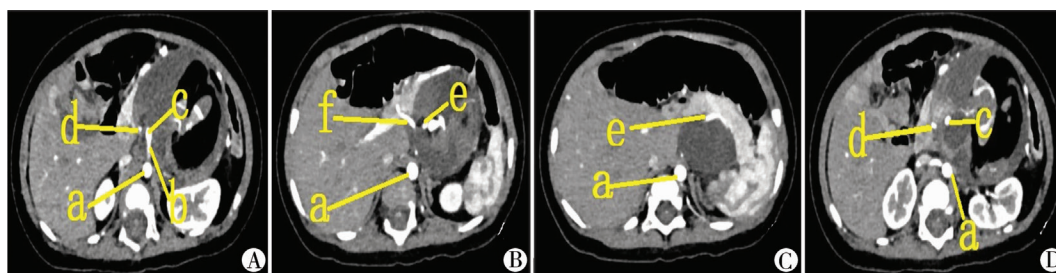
腹部动态增强 CT 图像。A~D 显示肿瘤紧贴腹主动脉,包裹腹腔干、肠系膜上动脉、脾动脉近段、肝总动脉,其中该患儿腹腔干与肠系膜上动脉共干存在(a:腹主动脉;b:腹腔干;c:肠系膜上动脉;d:肝总动脉;e:脾动脉;f:肝固有动脉)
